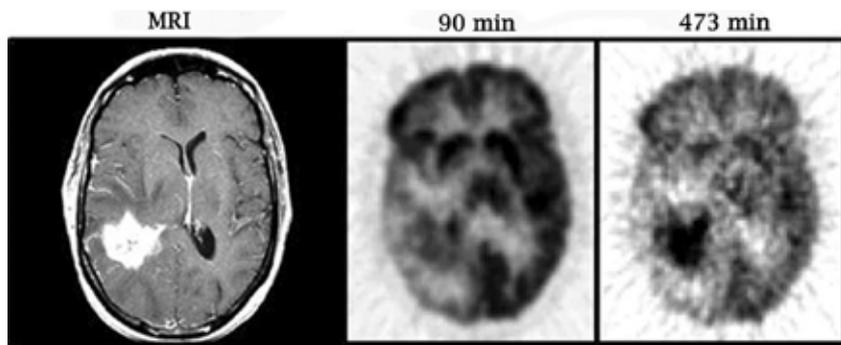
Image de comparaison d'une tumeur en IRM et en TEP à deux temps différents⁵
